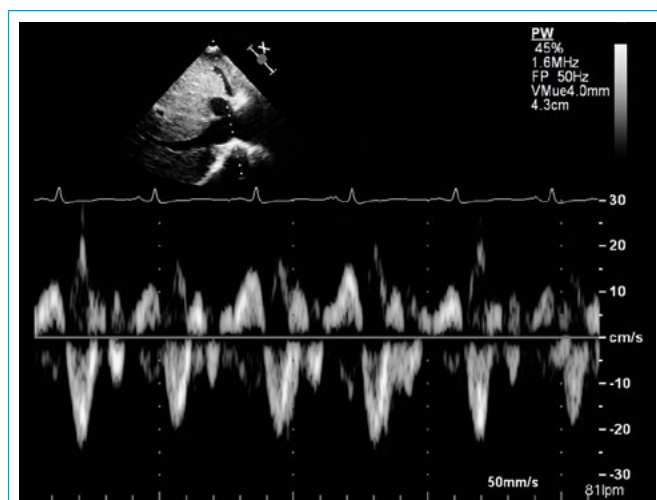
Inversión marcada del flujo de venas suprahepáticas (con Doppler pulsado) durante la espiración, característico de la pericarditis constrictiva
